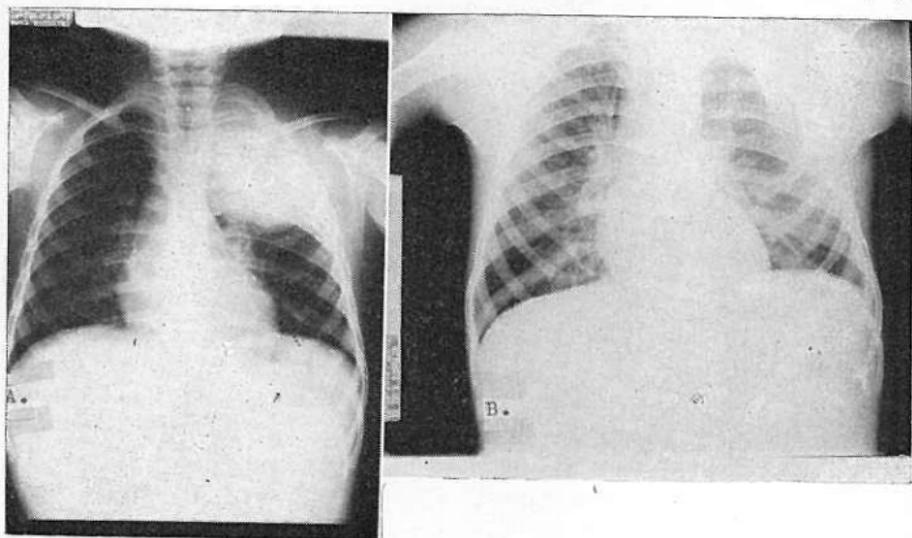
Sarcoma de Ewing: *A.* La radiografía muestra la masa tumoral en directa relación con pared costal y ocupando el tercio superior del hemitórax izquierdo. *B.* Radiografía después de resección en bloque de 3 arcos costales; se puede observar la plástica con tela metálica en el sitio de la resección costal múltiple.
